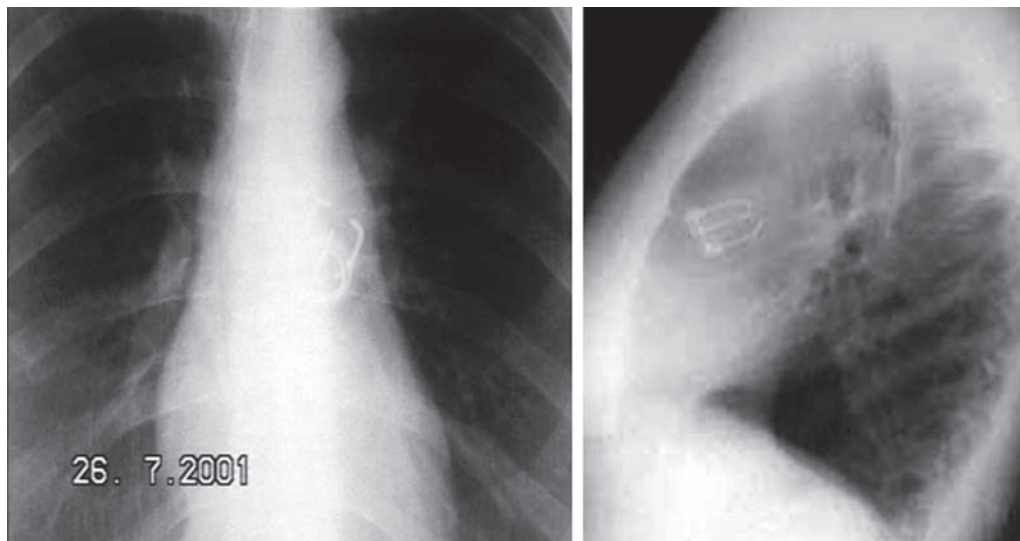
Рентгенограммы грудной клетки больной К. в прямой и боковой проекциях.
